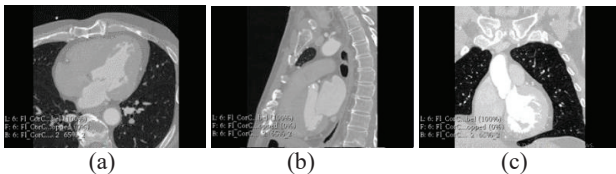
Vistas de una imagen de CT. (a) Axial, (b) Sagital, (c) Coronal.
